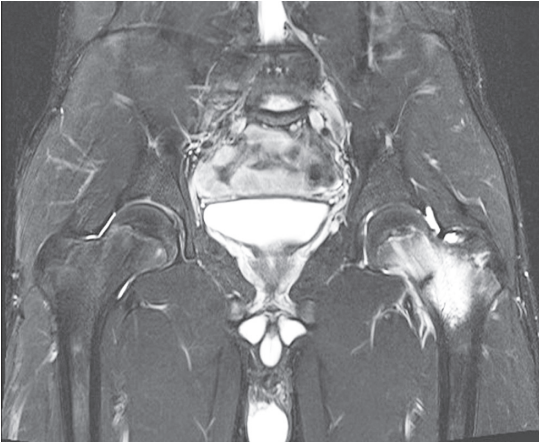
発症2週 股関節単純MRI, T2強調脂肪抑制前額断像
